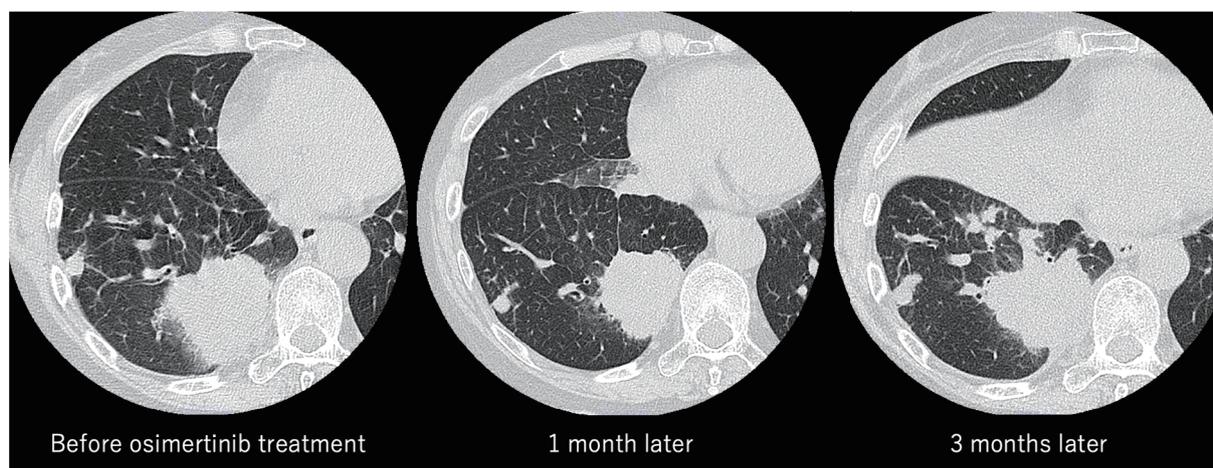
Chest computed tomography (CT) findings of Case 2. Chest CT shows a primary lesion in the right lower lobe before osimertinib treatment. The primary lesion had decreased in size at one month after osimertinib treatment; however, the tumor had grown at three months after osimertinib treatment.
